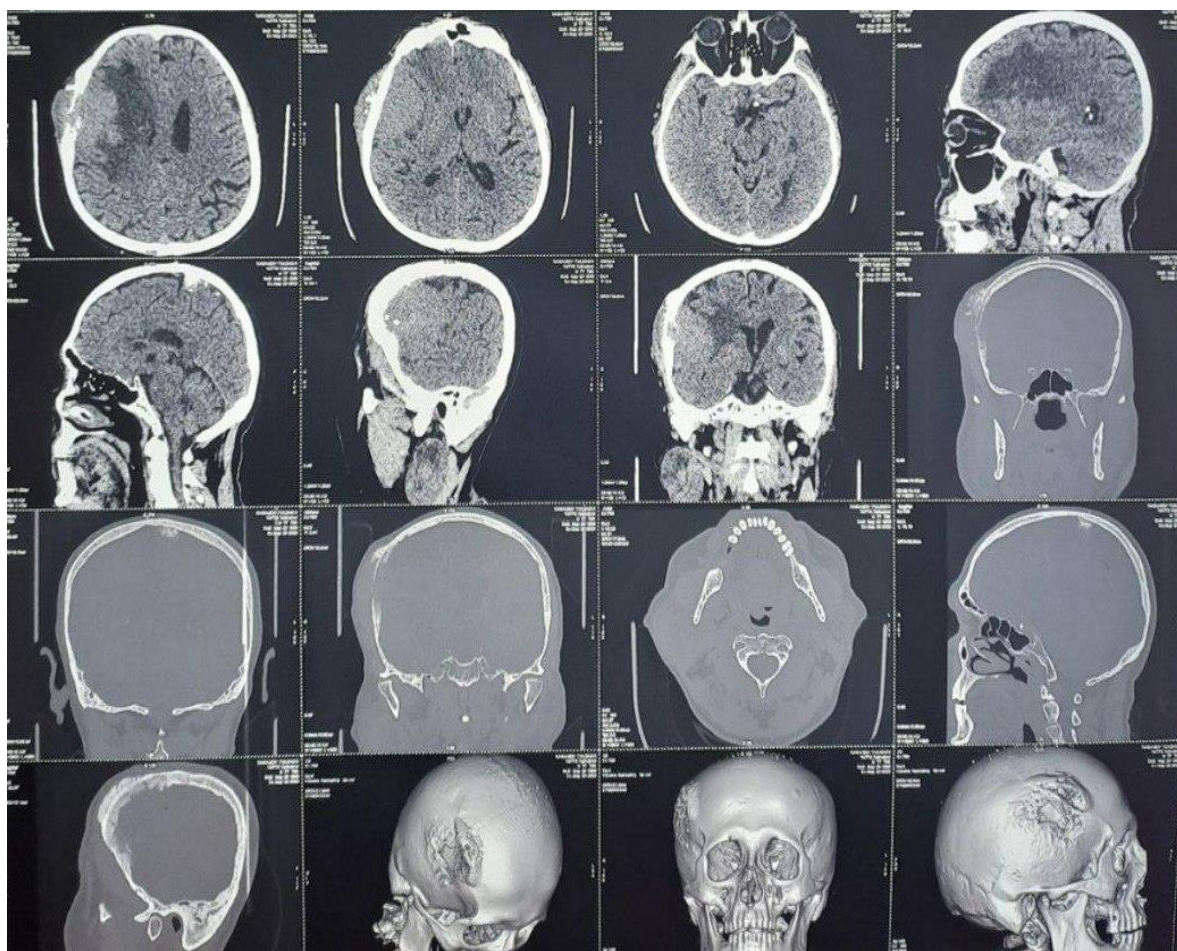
Рисунок 1В. Послеоперационная МСКТ головного мозга
